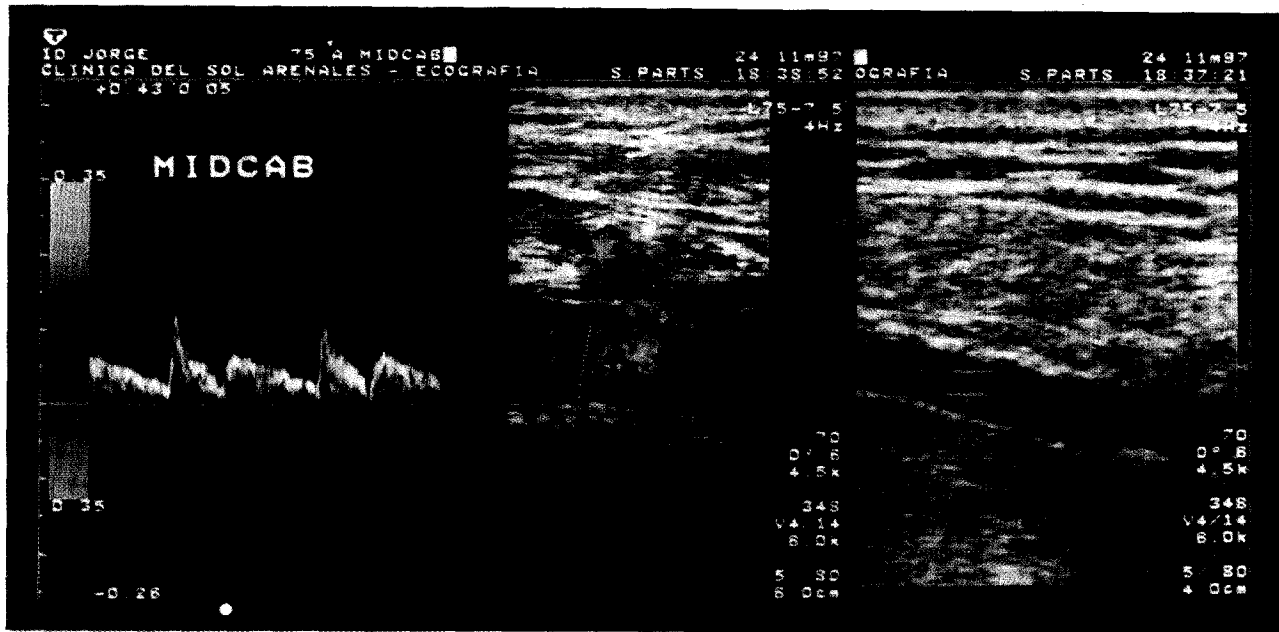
Eco-Doppler del puente axilocoronario 10 meses después.
